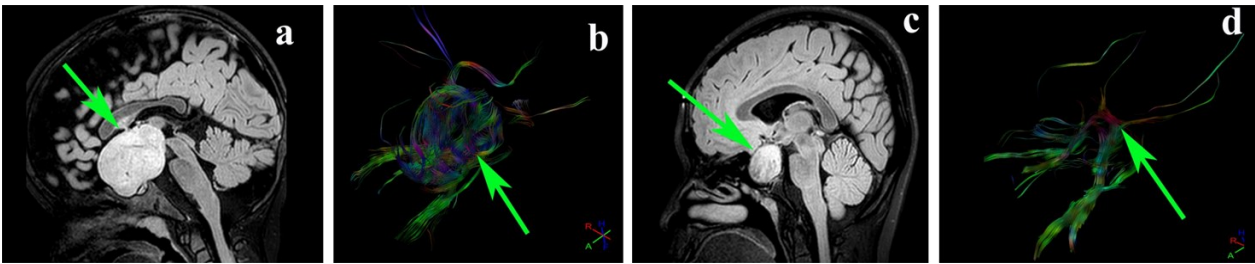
视交叉破坏性与压迫性病变病人头颅 MRI 与视交叉弥散张量纤维束成像
